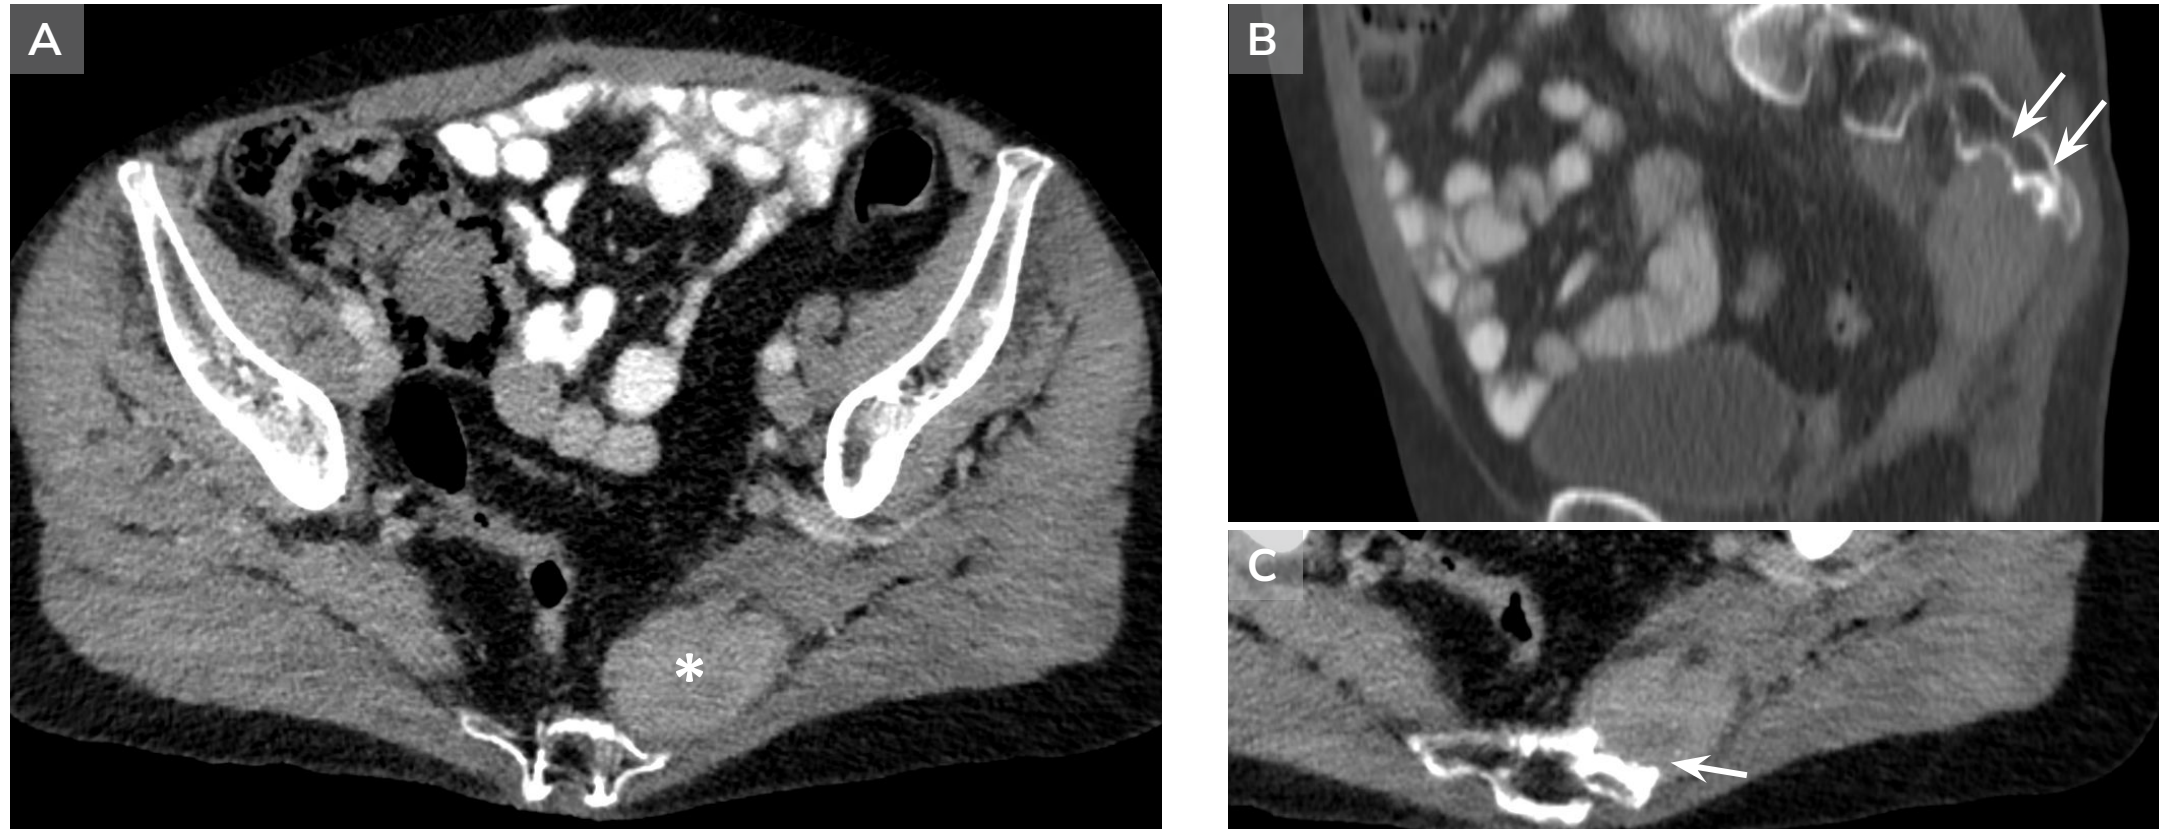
Imágenes de TC con contraste de tumor desmoide extraabdominal de localización intramuscular en músculo piramidal izquierdo (mismo caso que en figuras 1-3). En A Observamos una lesión homogénea de bordes lobulados (asterisco). En C y B se aprecia el remodelado óseo sacro que produce la tumoración (flechas blancas).
